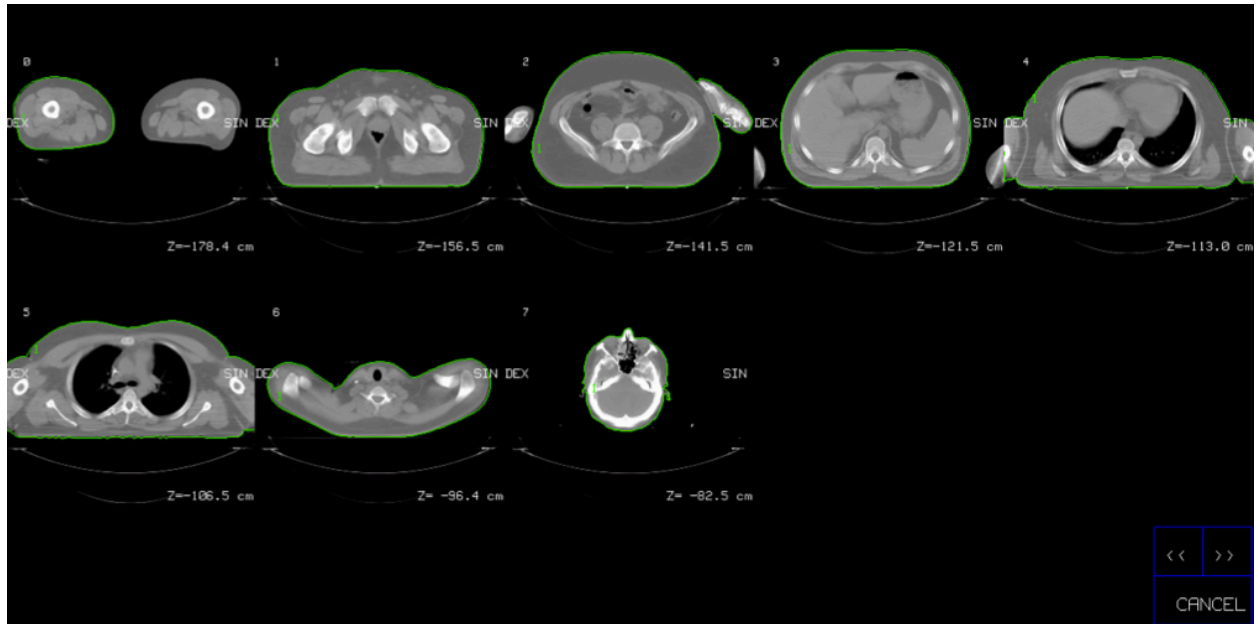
CT-Schichten für die vorgegebenen Planungsebenen
